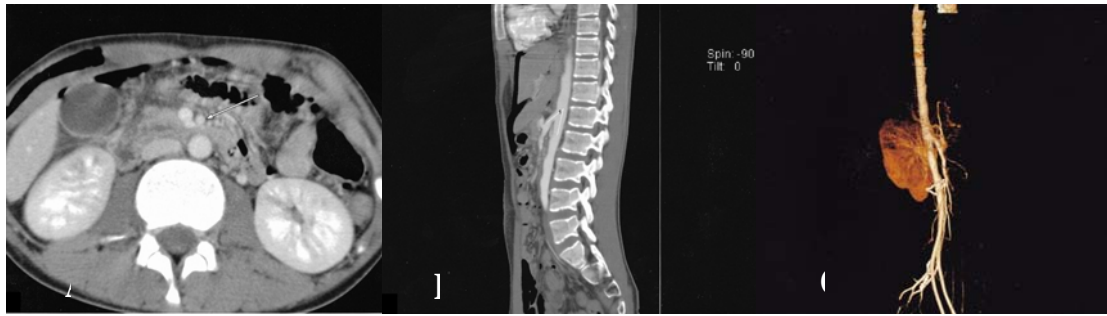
Preoperative abdominal CT angiography (A: Axial plain B: Sagittal plain C: 3D reconstruction), demonstrating of the angle between SMA and aorta (37°)
